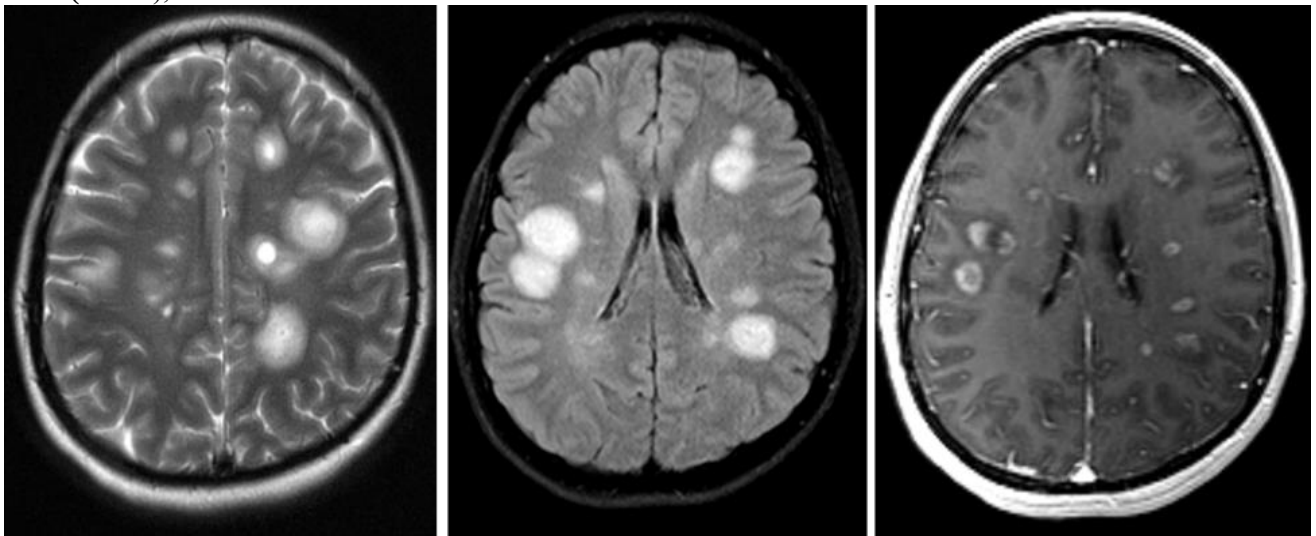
№5. ОРЭМ-подобный МРТ-паттерн поражения головного мозга. Слева направо: T2, T2FLAIR, T1 с КУ.
